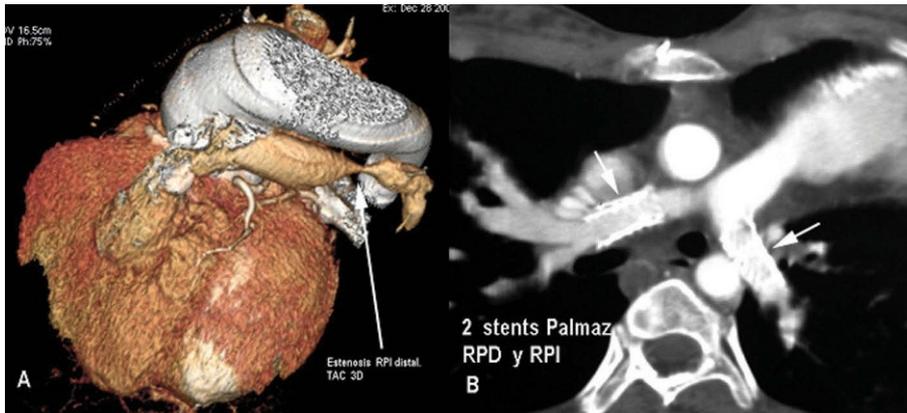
A: tomografía computarizada helicoidal con reconstrucción 3D. Edad: 22 años. Portador de atresia pulmonar compleja operada. Estenosis nativa en la rama pulmonar distal izquierda. B: tomografía computarizada. Edad: 18 años. Portador de Fallot operado: insuficiencia pulmonar severa y *stents* en ambas ramas pulmonares.
